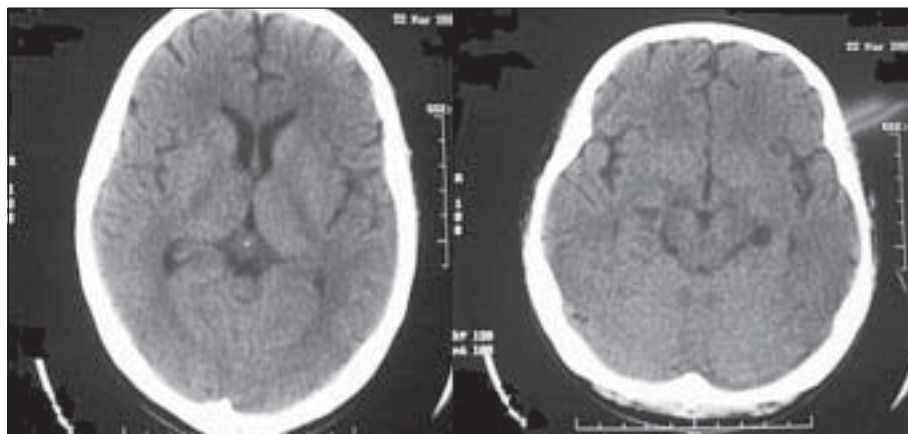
Tomografía cerebral a los 24 días del ingreso. Desaparece la lesión hipodensa talámica derecha y existe contraste espontáneo del seno lateral izquierdo.
